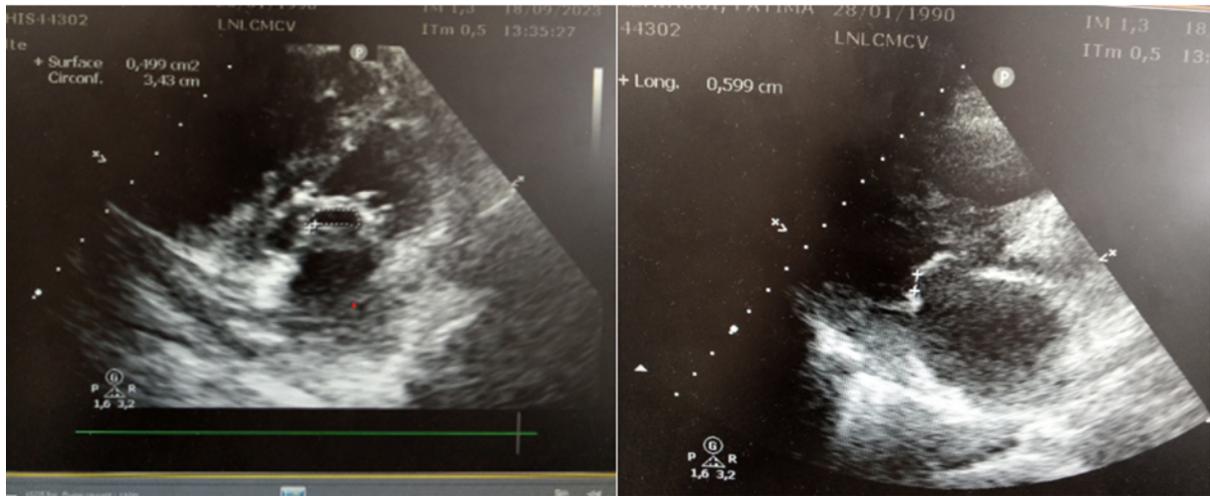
L'échographie cardiaque transthoracique montrait un Rétrécissement Mitrale très serré par fusion commissurale avec une surface valvulaire mitrale à 0.5cm<sup>2</sup> (par planimétrie).
